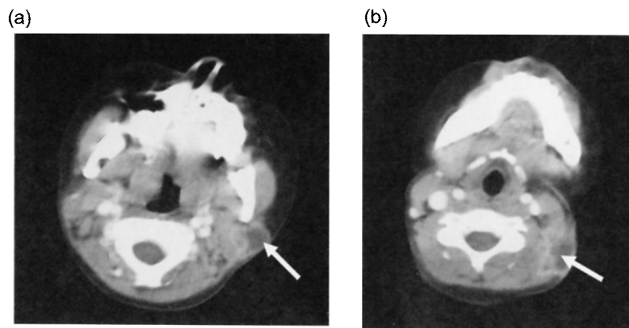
CT scan (2006.3.10)
